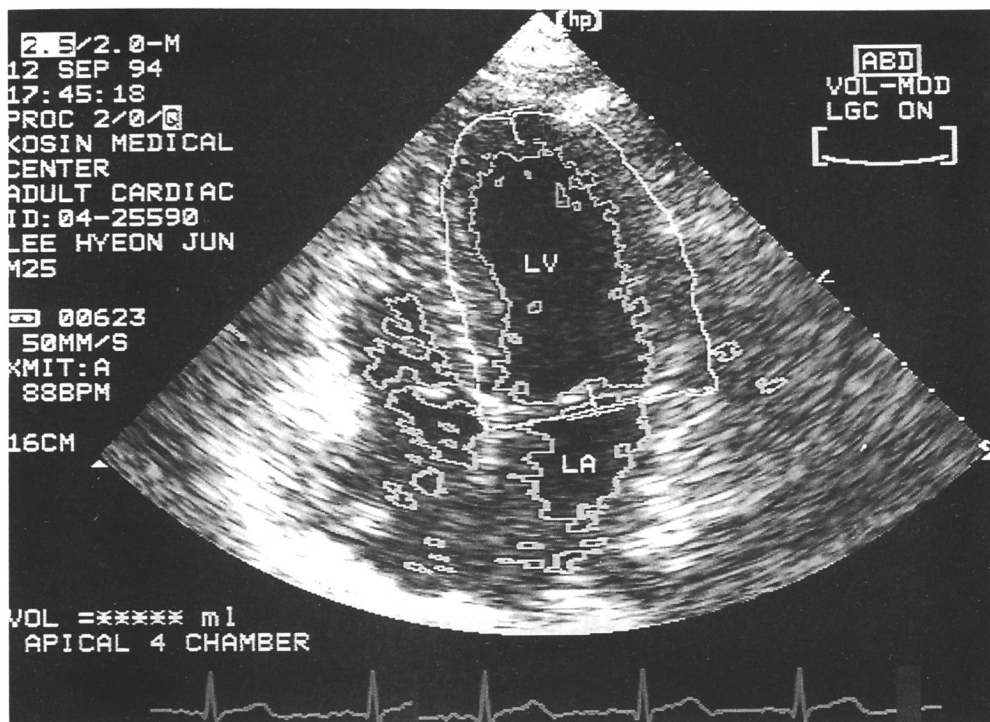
Apical four-chamber, automated border detection echocardiogram with an user-defined region of interest
